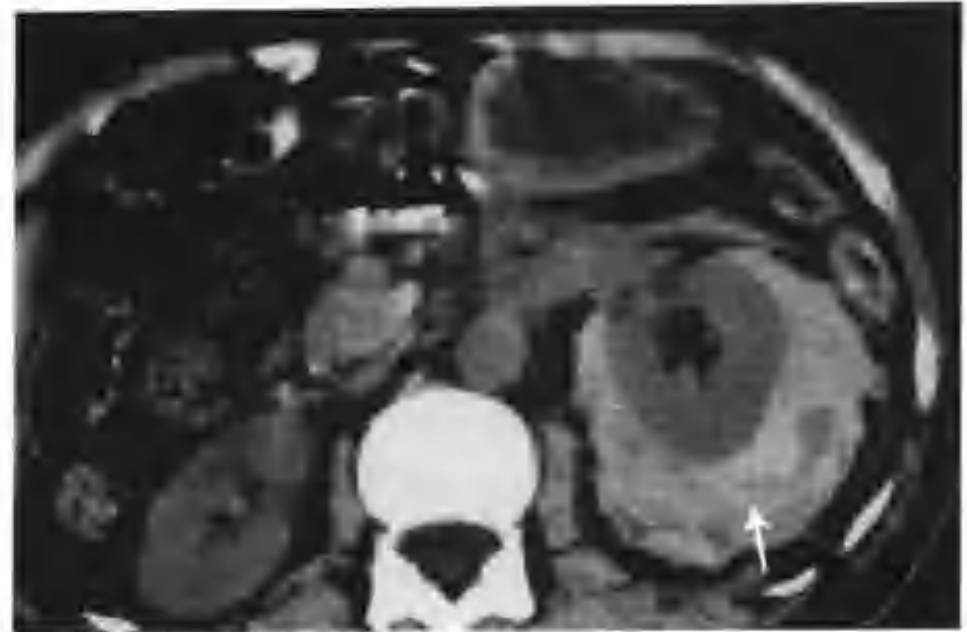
与图 3-1-21 为同一病例，不同层面 CT 平扫示左肾包膜下积血（箭头）
